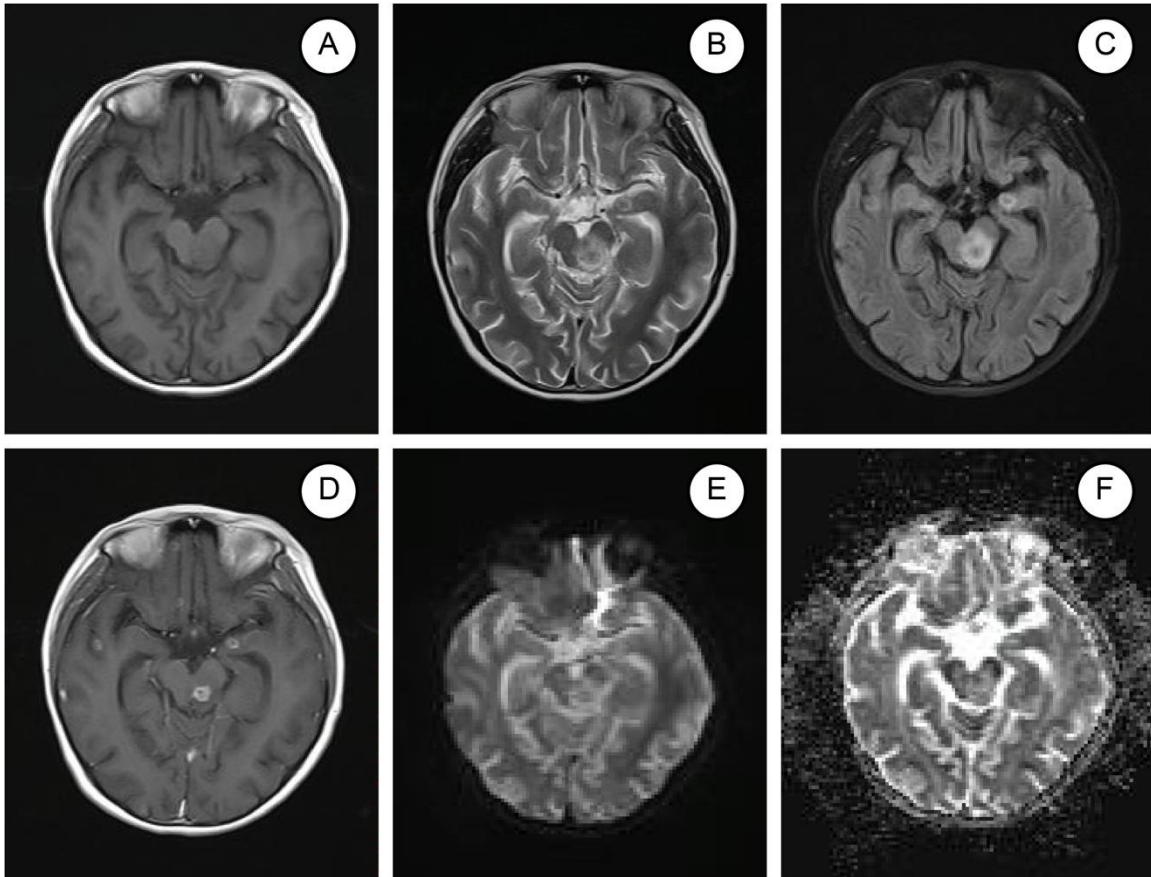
Resonancia magnética cerebral al mes de tratamiento antituberculoso. A. Se observan áreas hipodensas en secuencia T1, en disminución B y C. Lesiones con centro hipointenso en lóbulo temporal bilateral y mesencéfalo, con menor edema perilesional en secuencia T2 y Flair D. Lesiones captadoras de contraste en anillo que disminuyeron en tamaño. E y F. Secuencias de difusión y mapa ADC. Se observa que lesiones no restringen a la difusión y han disminuido en tamaño
